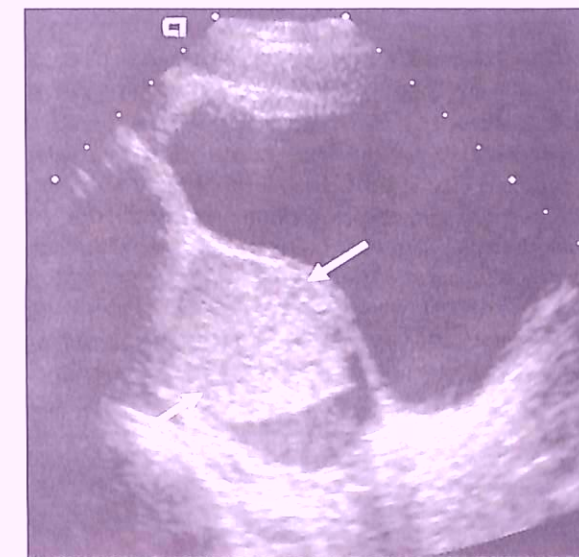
Геморрагическая киста яичника. При УЗИ таза на продольном срезе выявляется эхогенное образование (стрелки) в толще яичника, представляющее собой кровоизлияние в кисту яичника. Вдоль нижнего края яичника видна его нормальная паренхима.
